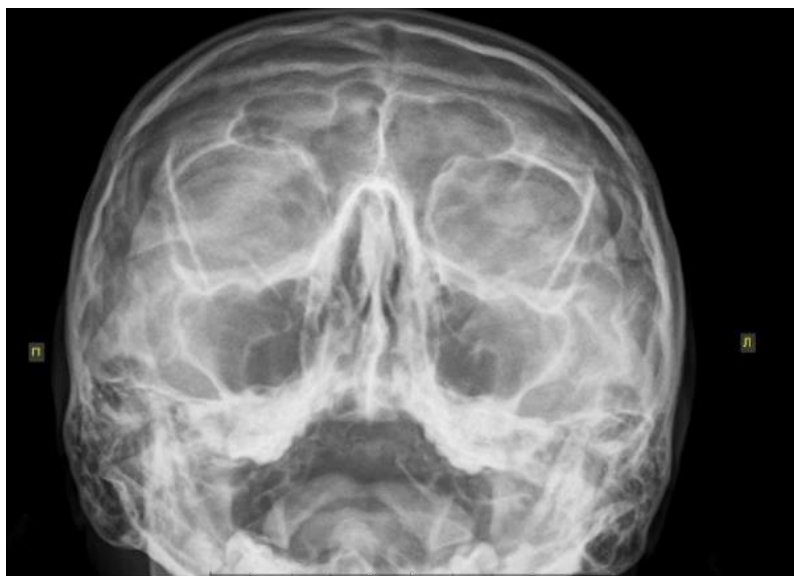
Рентгенограма, виконана у потилично-підборідній проекції за Уотерсом.
